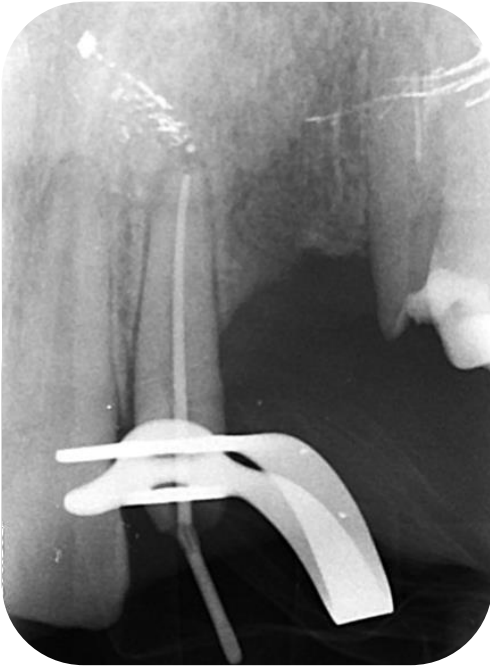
Radiografía de conometría
